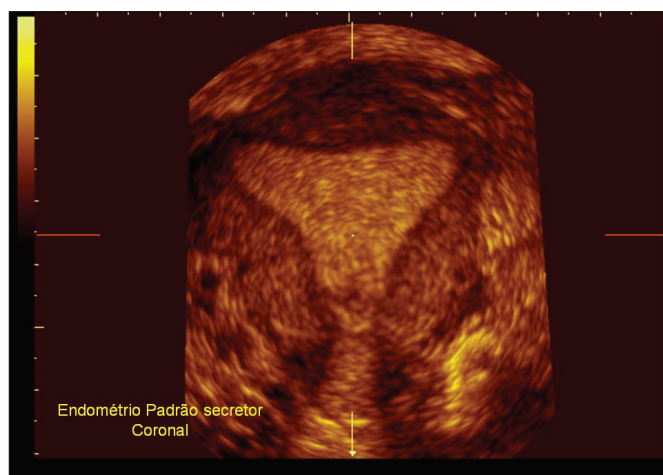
Útero com endométrio secretor em avaliação coronal pela ecografia 3D.
